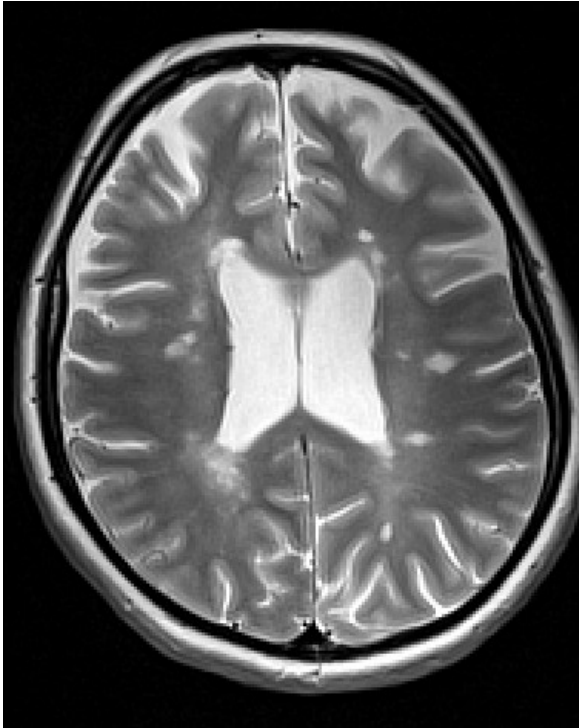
Abbildung II, MRT in Transversalebene, T2-Gewichtung. Flüssigkeiten wie Liquor erscheinen signalreich (hyperintens). Besonders liquornahe Läsionen sind vom Liquor und „Black-Holes“ von anderen Läsionen schwerer abgrenzbar (29).
